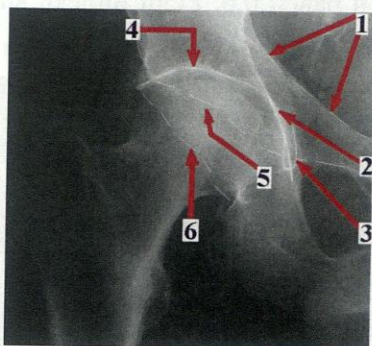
Рентгенологические ориентиры вертлужной впадины
